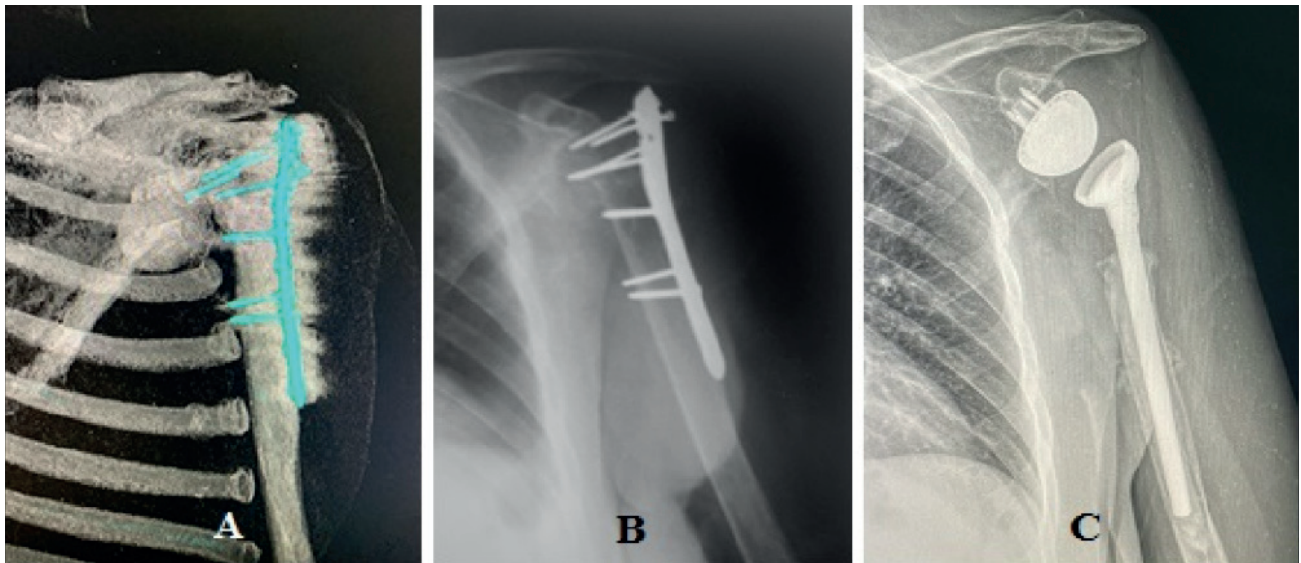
Radiographs of patient B.: A—CT scan of the shoulder joint with hardware migration; B—shoulder joint with PHILOS plate before surgery; C—at 12 months after total reverse shoulder arthroplasty
